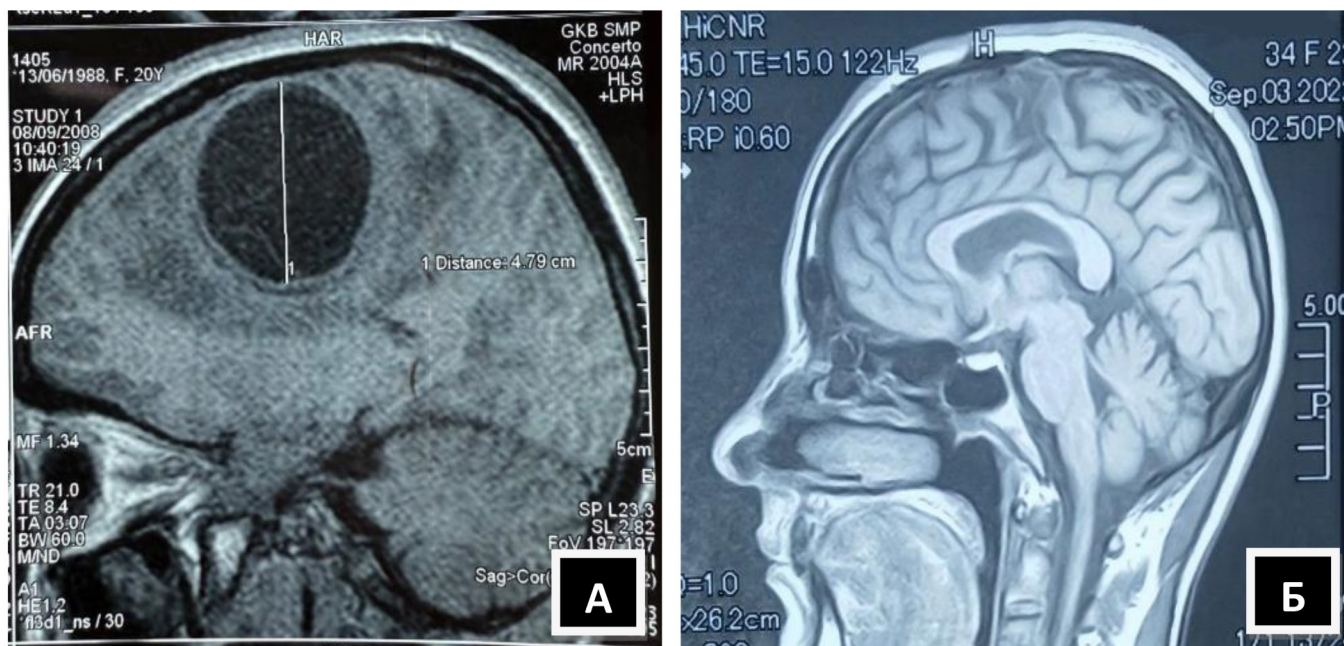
МРТ нагноившейся эхинококковой кисты в теменно-затылочной доле мозга справа: А – аксиальная плоскость, до операции.
